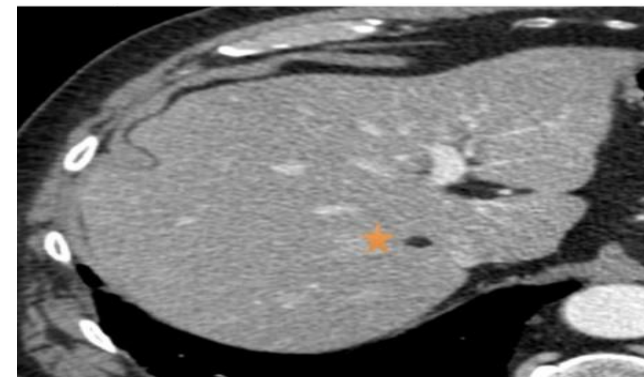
IMAGEN. TC con contraste iv en fase portal donde se muestra lesión con atenuación grasa, compatible con lipoma hepático.
